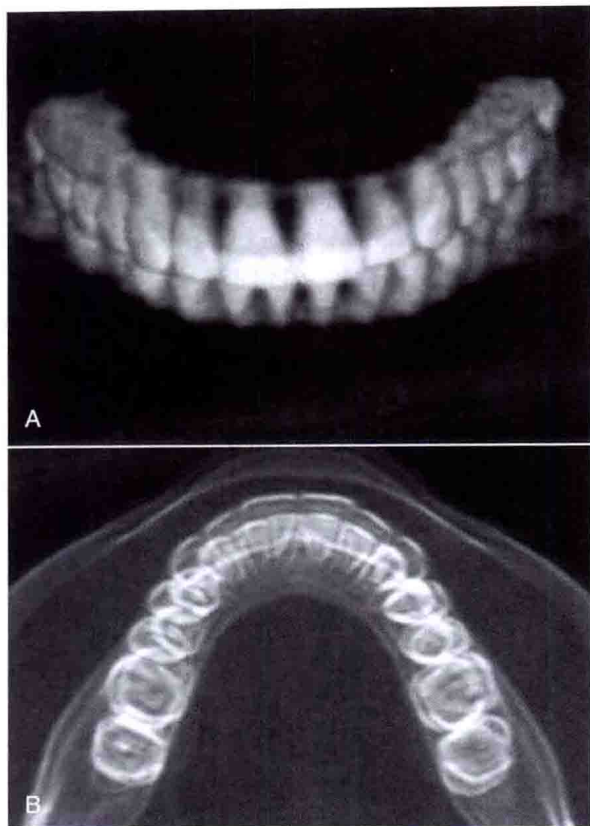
如果只检查牙冠和牙槽骨，而不需要检查上、下颌其他组织结构，可以借助 CT 技术
